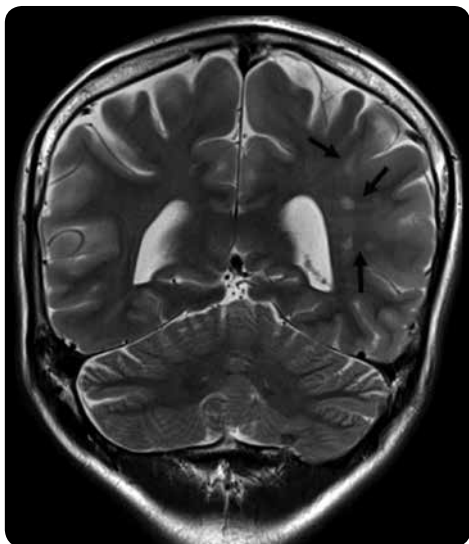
RM cerebral, secuencia con información T2 coronal. Bandas lineales de la sustancia blanca, de alta señal dirigidas desde los ventrículos laterales a la corteza (flechas). Algunas de ellas se encuentran en relación con los *tubers* corticales.
